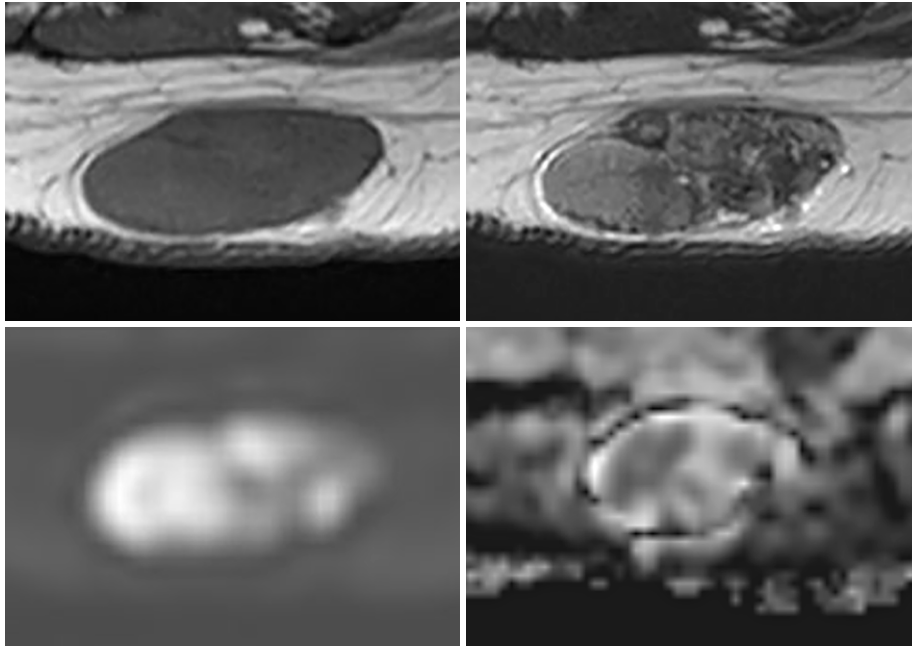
MRI (全て軸位断, axial view)
